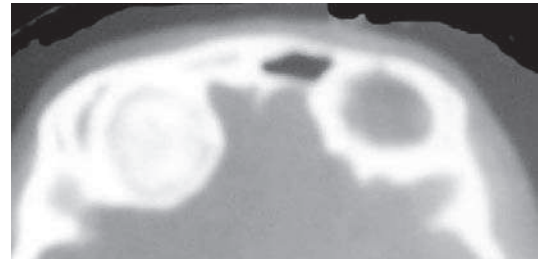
TDM en coupe axiale.
